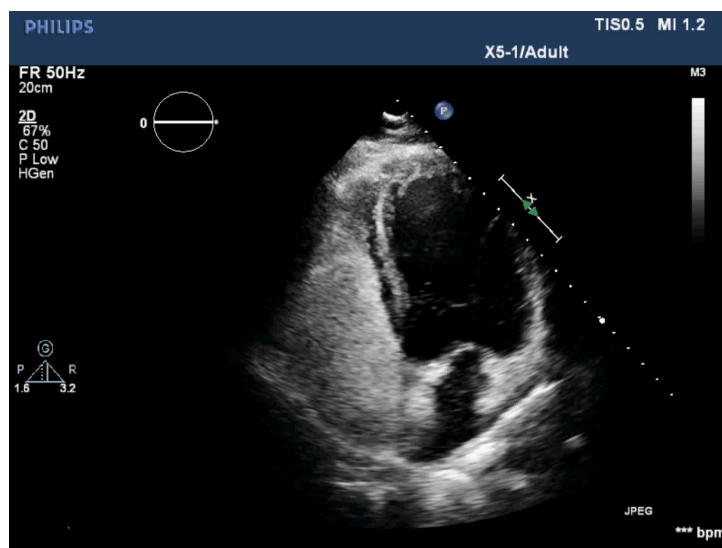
Ecocardiograma bidimensional com corte de 4 câmaras evidenciando extenso trombo em trânsito atravessando o septo interatrial medindo na face atrial esquerda $1,3 \times 1,8$ cm e na face atrial direita $4,5 \times 1,3$ cm. VD: ventrículo direito; VE: ventrículo esquerdo; AD: átrio direito; AE: átrio esquerdo.
